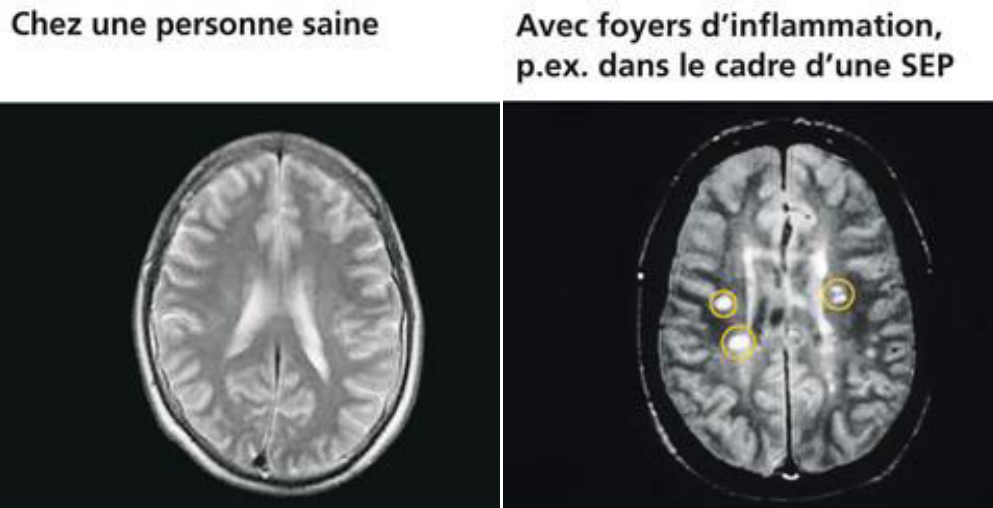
Visualisation des foyers d'inflammation dans le cerveau par IRM
